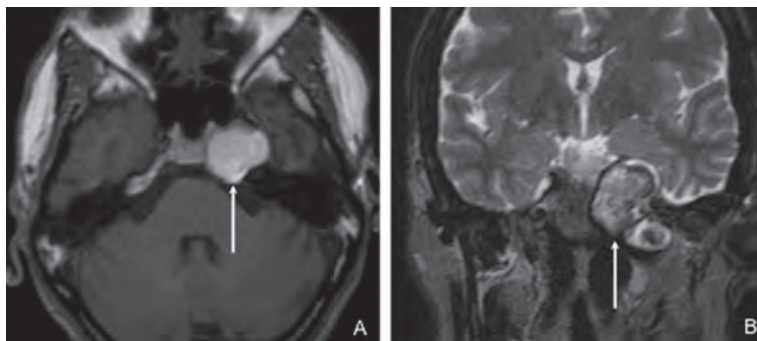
Granulome à cholestérine. IRM, coupe axiale T1 (A) et coronale T2 (B) démontrant un granulome à cholestérine sous la forme d'une lésion (flèches) spontanément hypersignale T1 et hypersignale T2. Zones hyposignales au sein de la lésion et de la périphérie de celle-ci en T2, suggérant des résidus d'hémossidérine découlant d'une hémorragie ancienne.
